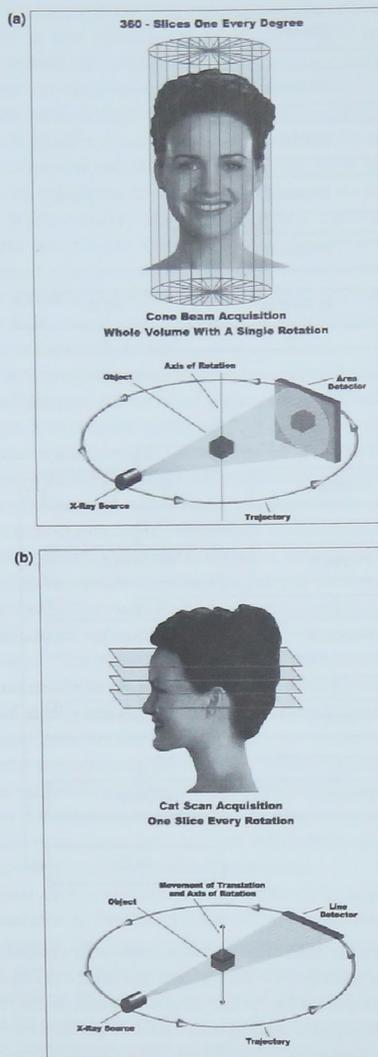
Diferencias en la adquisición de la imagen entre (a) tomografía volumétrica por haz cónico y (b) tomografía computada tradicional (cortesía del Dr. Ivan Dus y del Dr. Carl Gugino, Aperio Services Inc., Sarasota, Florida).
